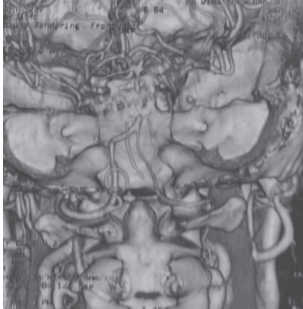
头颅 CTA 示 BA 中段部分充盈缺失,BA 中段闭塞。RVA 发育低下
